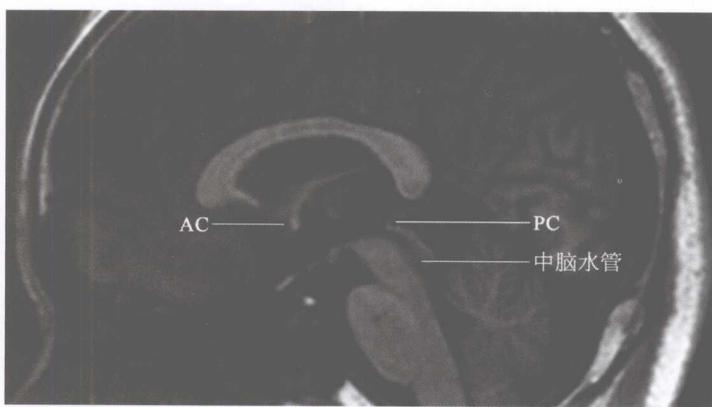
大脑 MRI 正中矢状面，各箭头示正中矢状面的解剖标志
